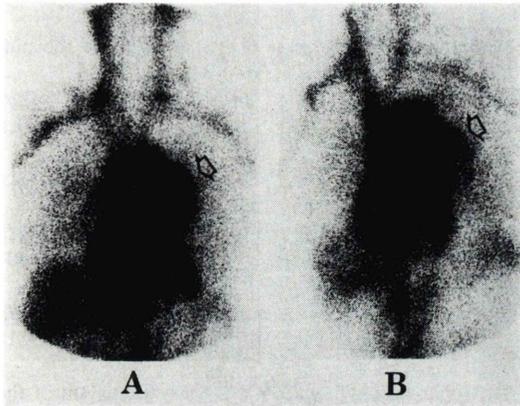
$^{99m}\text{Tc}$ -HSA equilibrium scintigraphy in 2 projections ((A) anterior, (B) left anterior oblique) demonstrates large blood poolings (white arrows) corresponding to the radiographic shadow.
